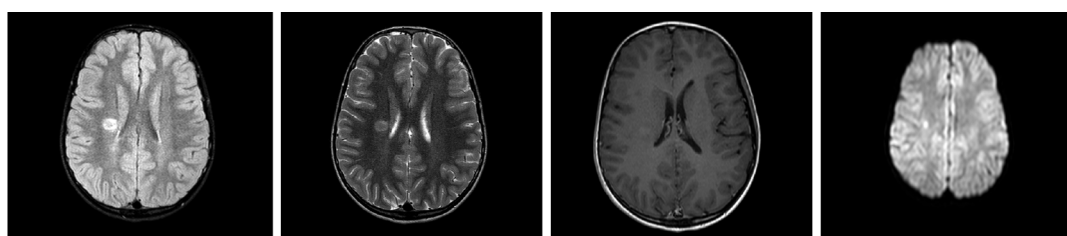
Пациент В. FLAIR, T2, T1+C, DWI режимы МРТ от 2020 года.
